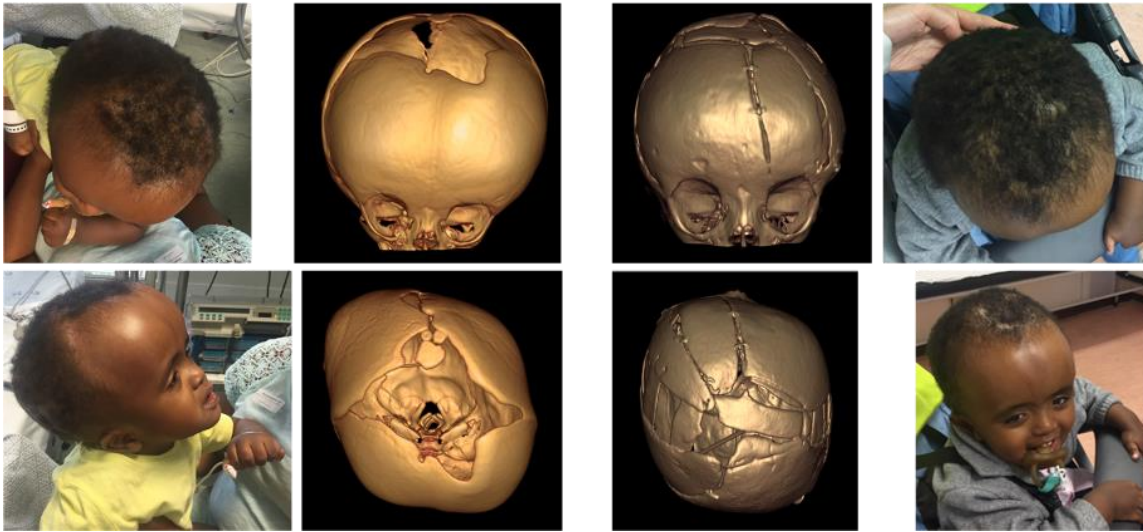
Fotografias e reconstrução 3D de Tomografia Computorizada antes da cranioplastia de redução
